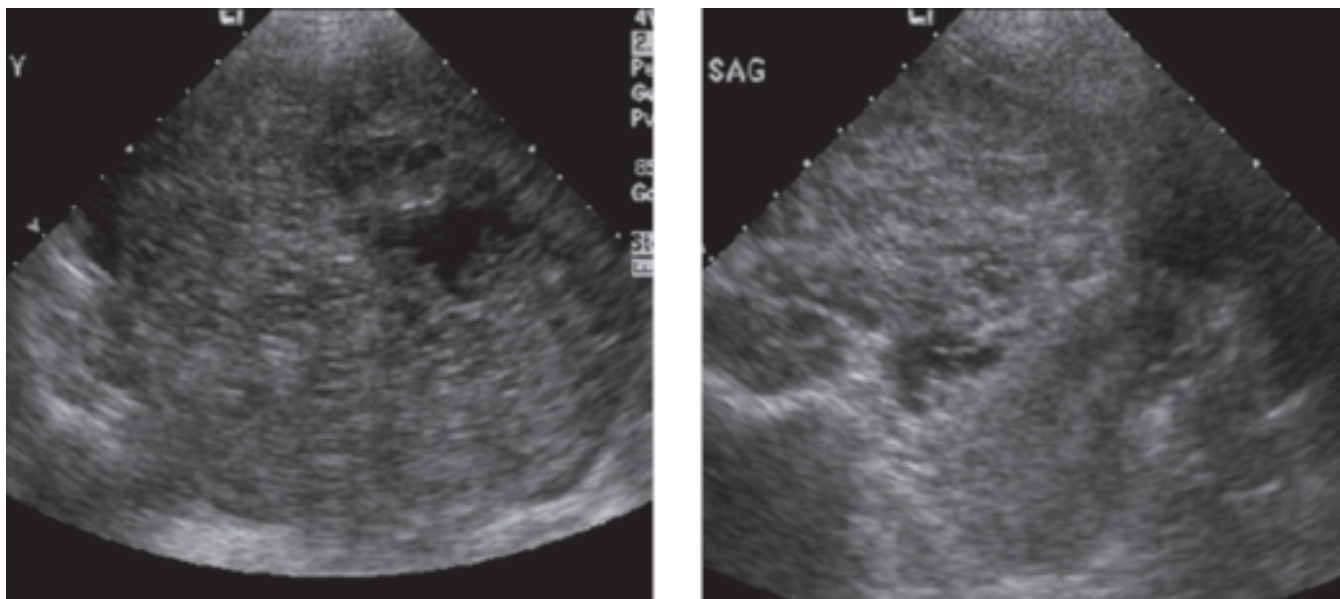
Ultrasonido abdominopélvico: masa tumoral desplazando el útero.
